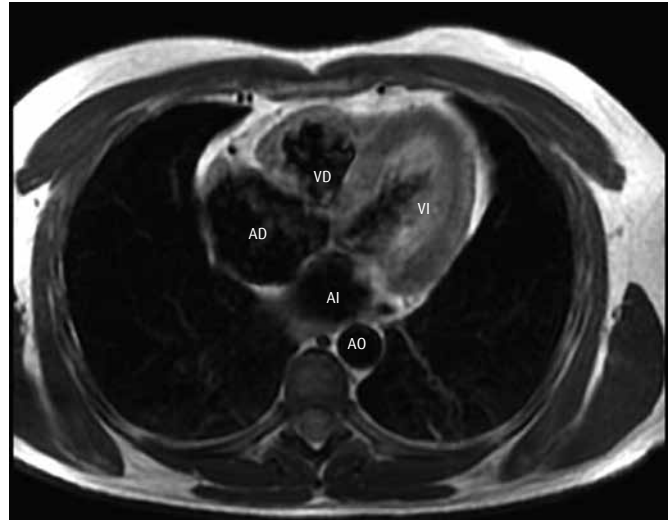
RM en secuencia con información T2. El plano ortogonal axial es útil para valorar las cámaras cardiacas, las relaciones entre ellas y la estructura del pericardio. Ventrículo izquierdo (VI), aurícula izquierda (AI), ventrículo derecho (VD), aurícula derecha (AD) y aorta (AO).
